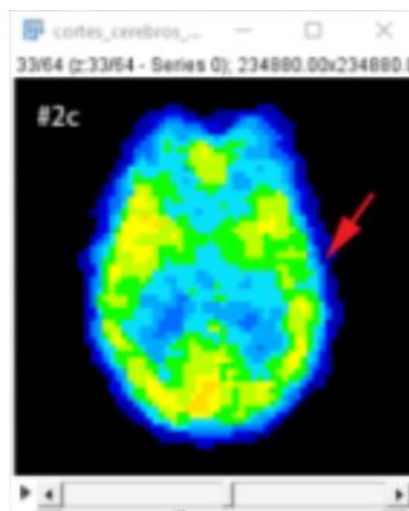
Corte transversal de un SPECT de cerebro. La flecha señala un defecto de hipoperfusión focalizado en el temporal izquierdo respecto al hemisferio contralateral
